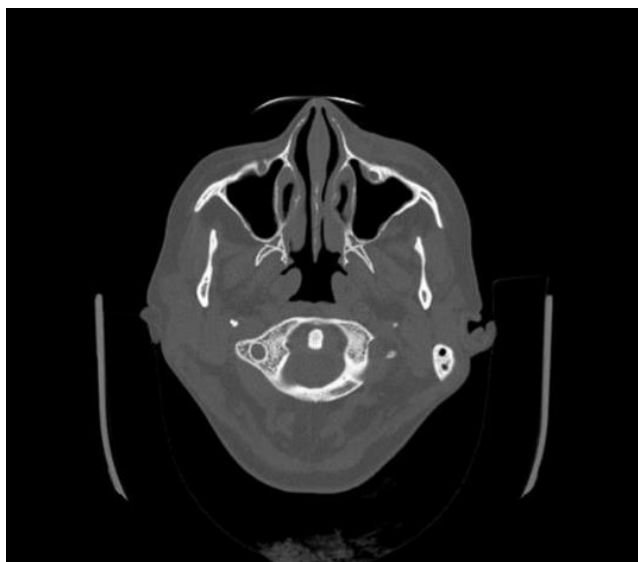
Tomografía de senos paranasales donde se ve integridad de estructuras musculares y óseas, obsérvese edema de partes blandas de zona paranasal izquierda.
